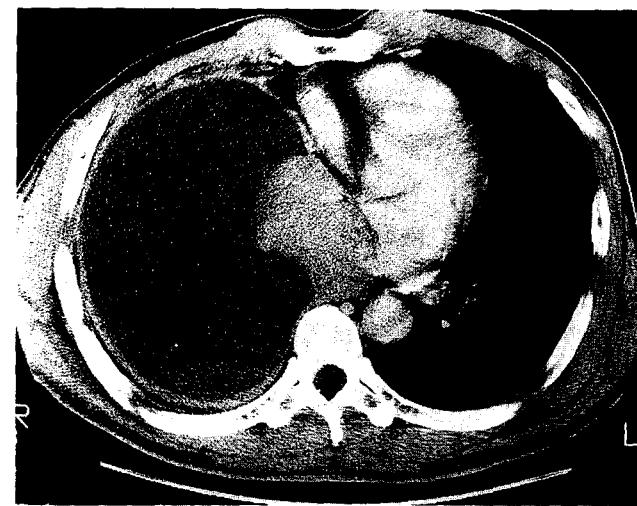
The predrainage chest CT showing massive pleural effusion with pleural thickening and encasement of the collapsed lung.
